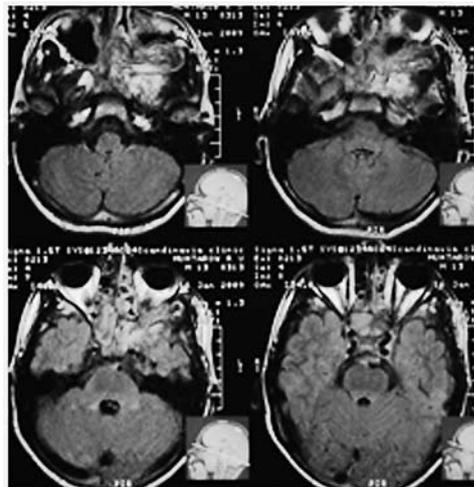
Пациент М., 13 лет, и. б. № 424-09. МРТ в аксиальной плоскости с контрастированием до операции
